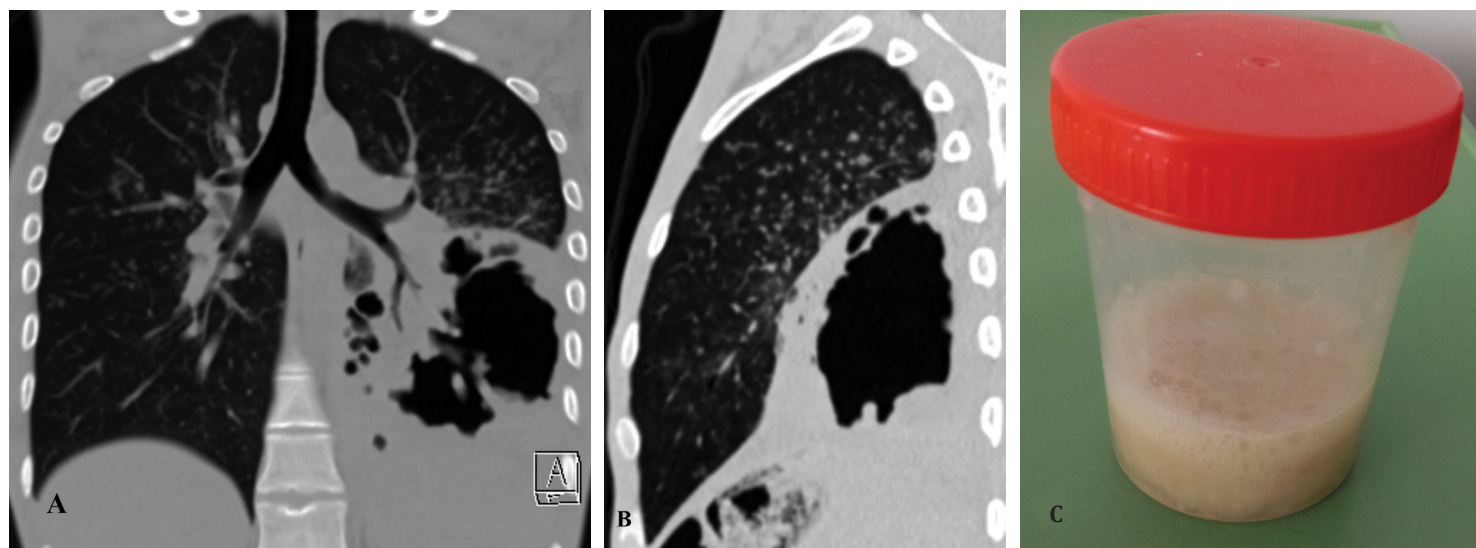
CT toracelui (A – reconstrucție coronală, B – reconstrucție sagitală), imagine macroscopică a sputei bolnavului (C).
